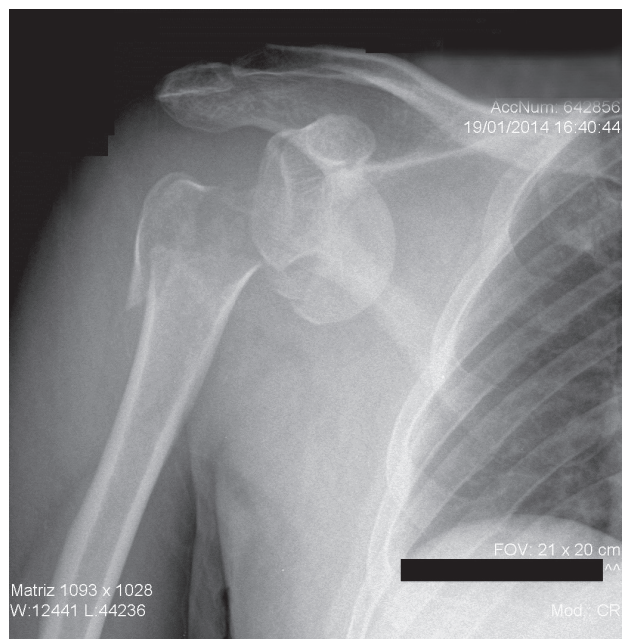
Radiografía de hombro, de frente, que muestra una luxofractura del húmero proximal.
